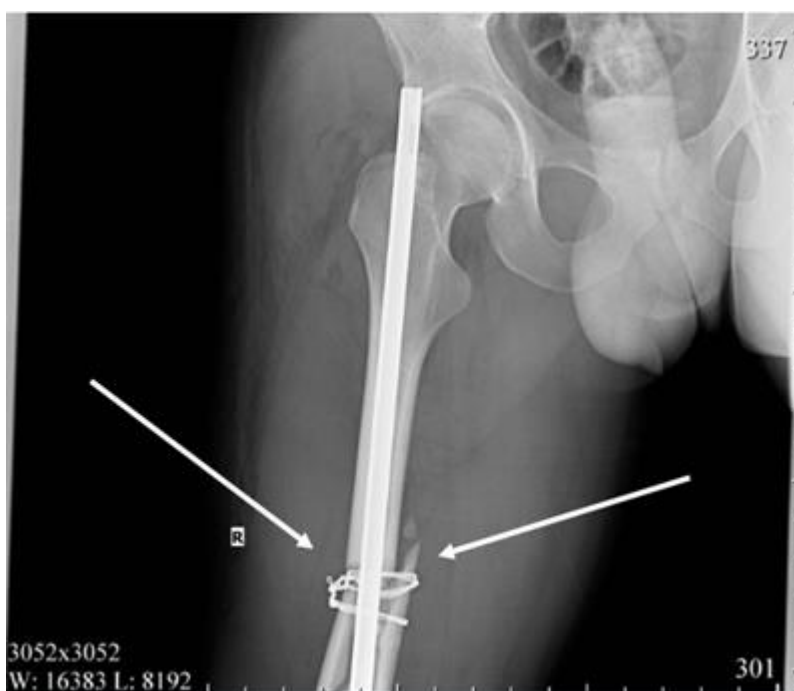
Рентгенограмма правой бедренной кости гр-на А от 26.07.N года (Снимок выполнен в условиях металлоостеосинтеза блокируемым штифтом на 5-е сутки после травмы). На снимке чётко виден закрытый оскольчатый перелом диафиза правой бедренной кости со смещением. Стрелками обозначена локализация перелома.
